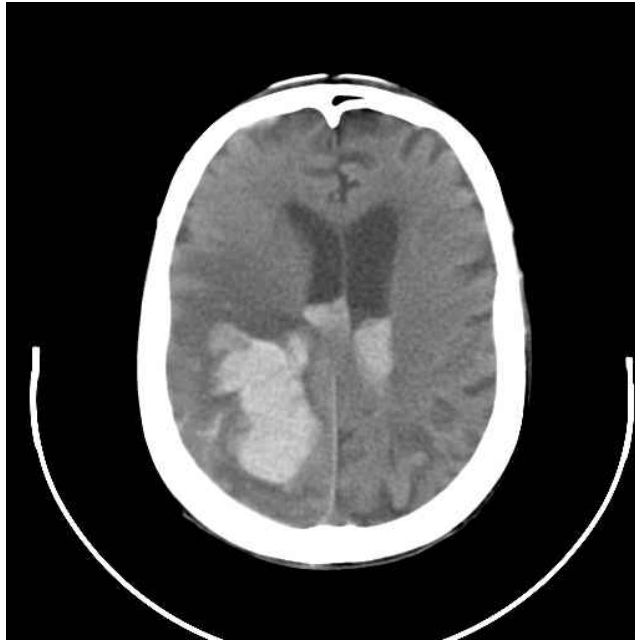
Imagen de la TAC del hematoma intraparenquimatoso lateral.
